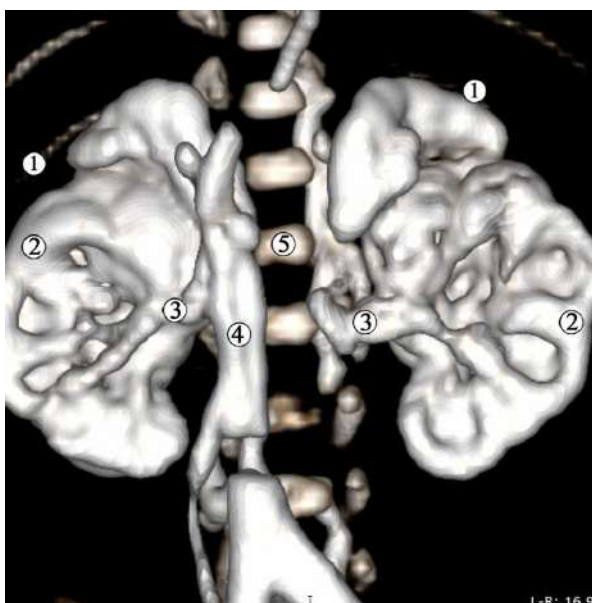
Комп'ютерна томограма 7-місячного плода людини 236,0 мм ТКД. Ін'єкція венозної системи сумішшю із свинцевим суриком. Передня проєкція. Зб. x1,8:
